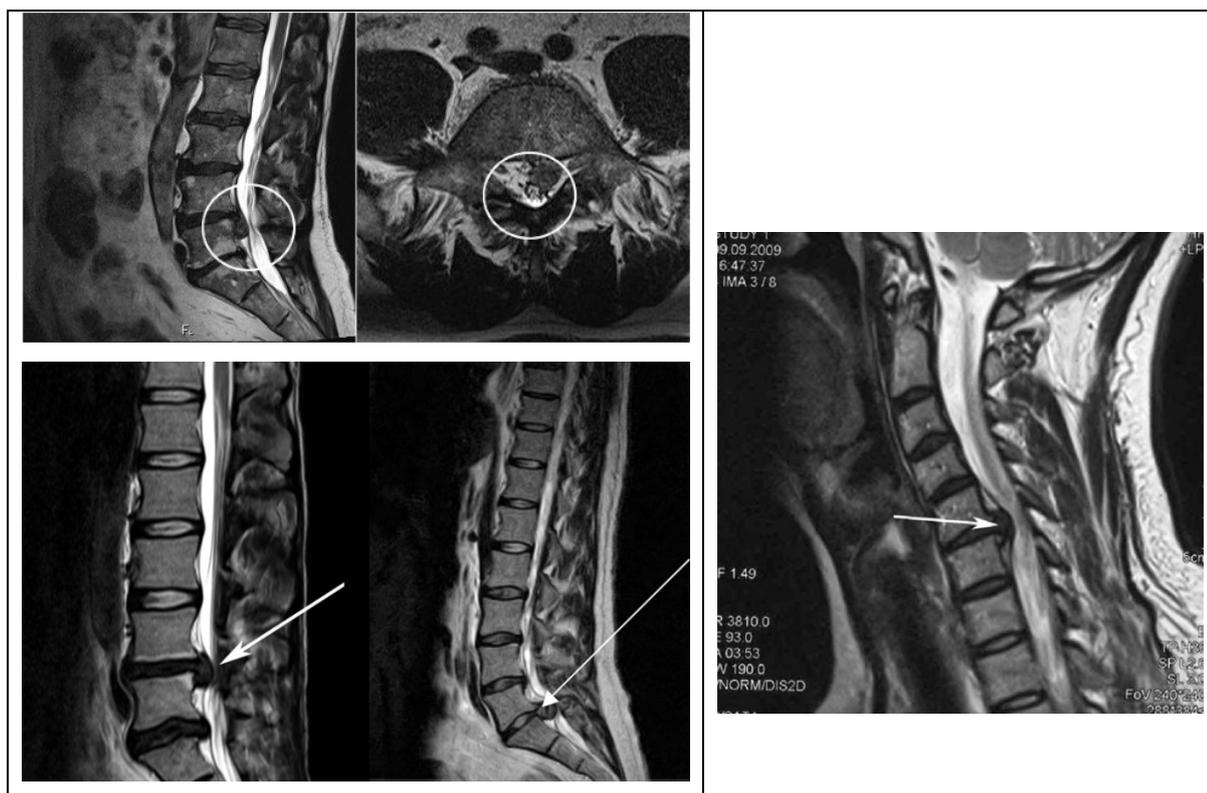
МРТ поясничного (слева) и шейного (справа) отделов позвоночника
